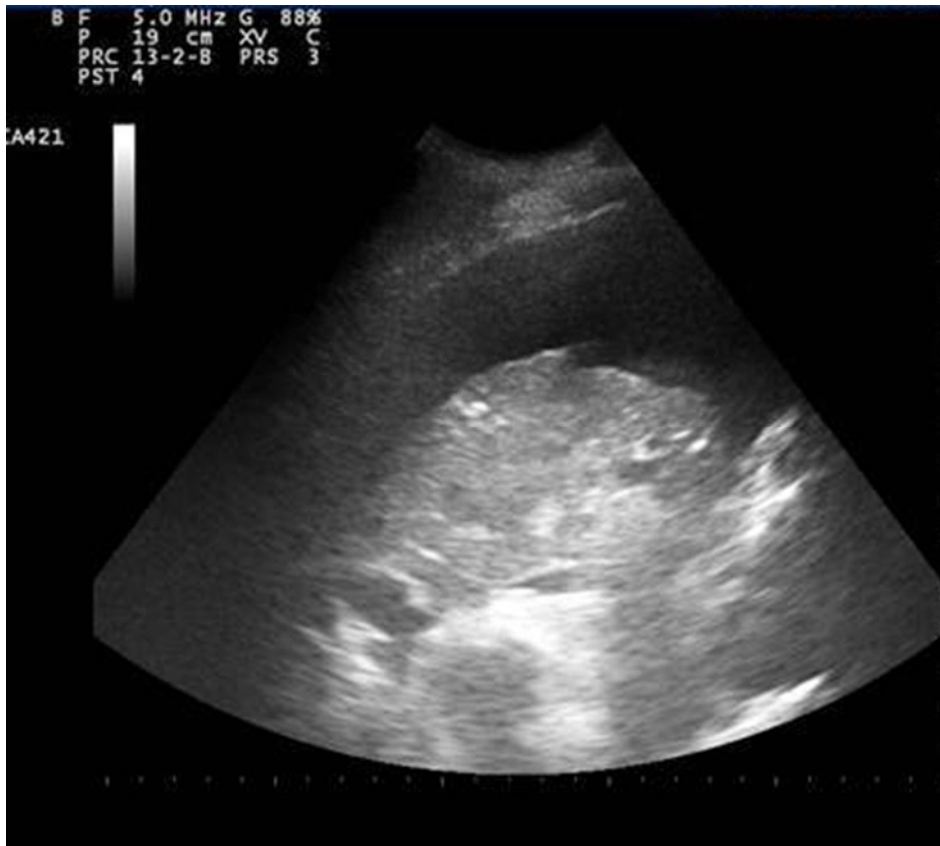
Ecografia del torace, che documenta l'atelettasia completa del polmone destro, con associato versamento pleurico omolaterale
